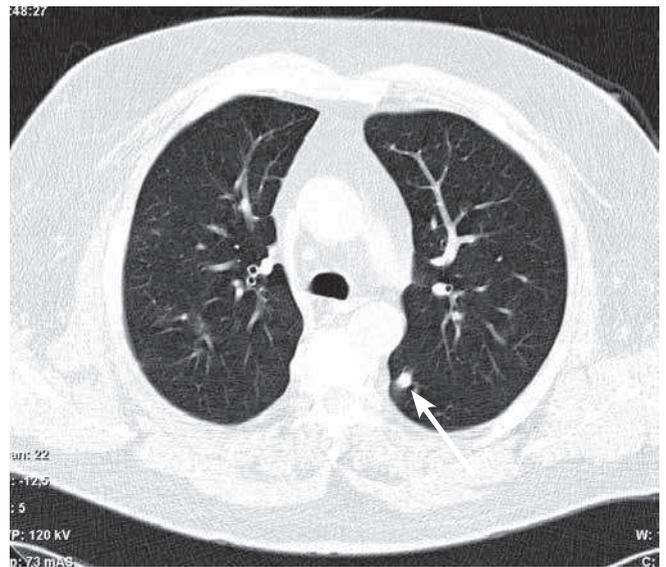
КТ органов грудной клетки. Метастатический очаг нижней доли левого легкого
